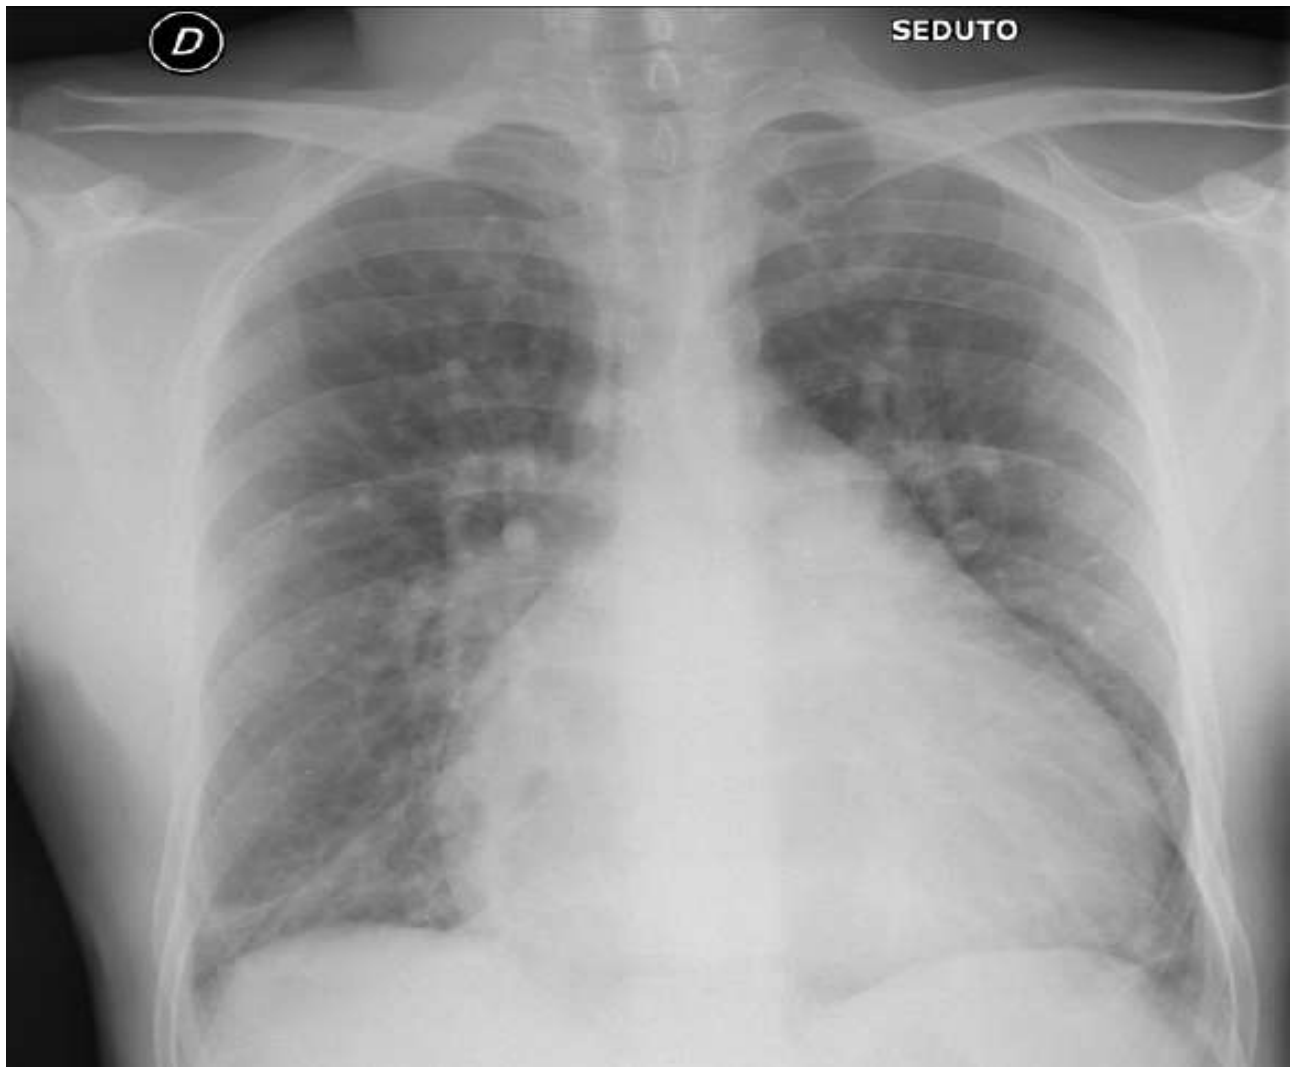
Difetto del setto interventricolare (DIV). In alto radiografia del torace, in proiezione PA, con paziente seduto. Emidiaframmi simmetrici. Severa cardiomegalia. Sovvertimento degli archi aortici bilaterali. Nella pagina successiva immagini di Risonanza Magnetica (sequenze "Cine"). Si può apprezzare la presenza di una rara anomalia congenita dei muscoli papillari del ventricolo sinistro, chiamata "double-chambered left ventricle", che si associa frequentemente a DIV ed è caratterizzata dalla divisione del ventricolo sinistro in due camere, da parte di un setto o un'anomala proliferazione muscolare.
